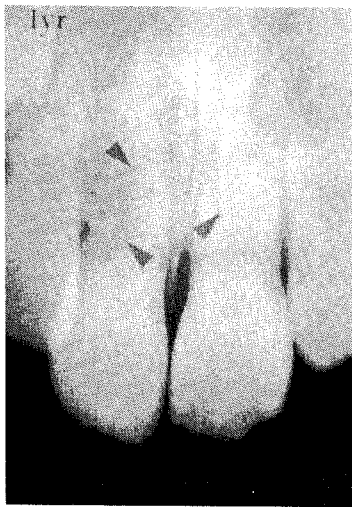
증례 3의 1년 경과된 치근단 방사선 사진
